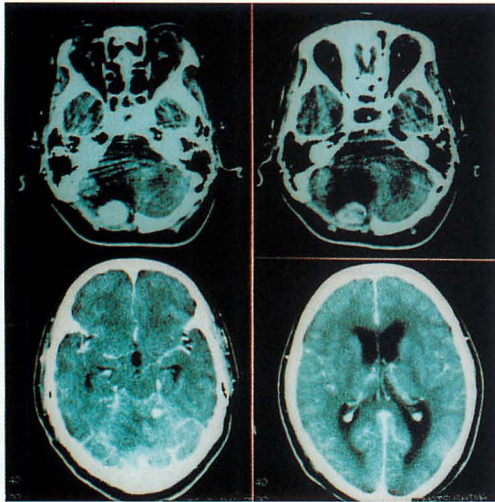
CE-CT scan revealed two tumors and hydrocephalus.
